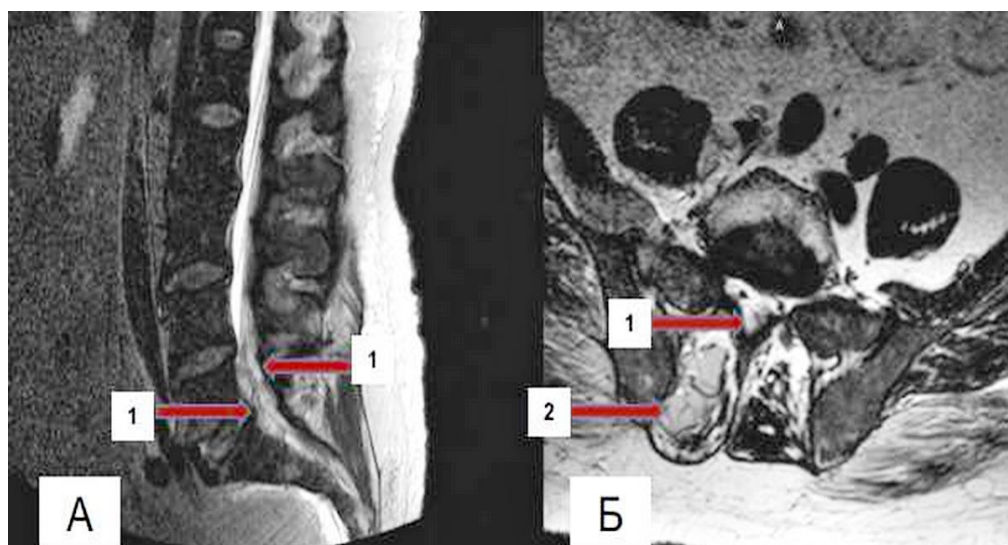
КТ поясничного отдела позвоночника в сагиттальной (А) и аксиальной (Б) проекциях до операции
